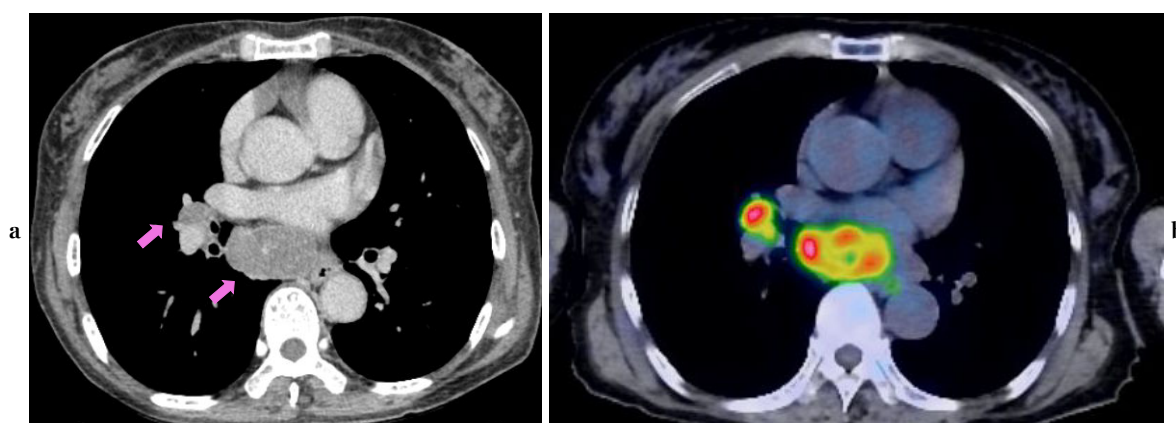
a. Chest CT of limited stage small cell lung cancer before chemoradiotherapy showed lymph node swelling at the bifurcation of the trachea and interlobar lymph nodes (arrows). b. FDG-PET/CT revealed abnormal accumulation in the bifurcation and interlobar lymph nodes (SUVmax, 6.9). No abnormal accumulation was observed in other regions.
